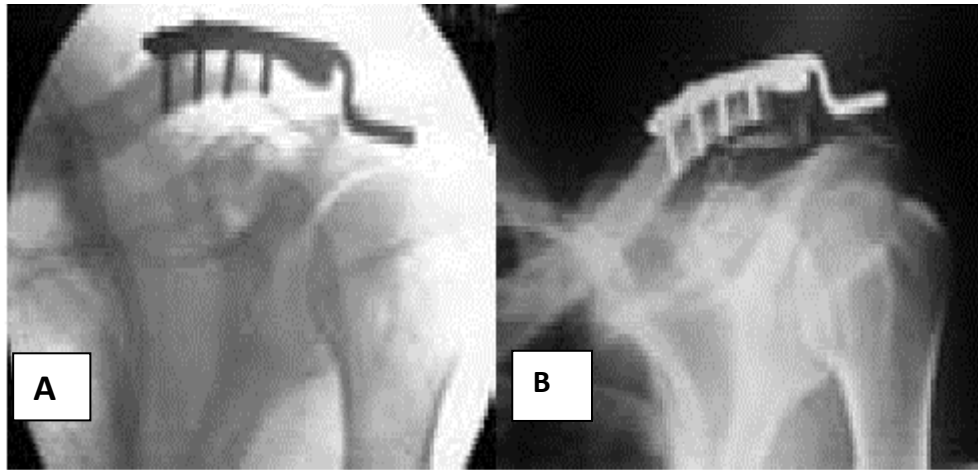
(A) Type Neer II fracture de l'extrémité externe de la clavicule est fixé à l'aide d'une plaque de crochet 6 trous, avec 4 vis dans le fragment médial ; (B) les radiographies de suivi prises 3 semaines après la fixation montre que la plaque est décrochée sous l'acromion. (56)
